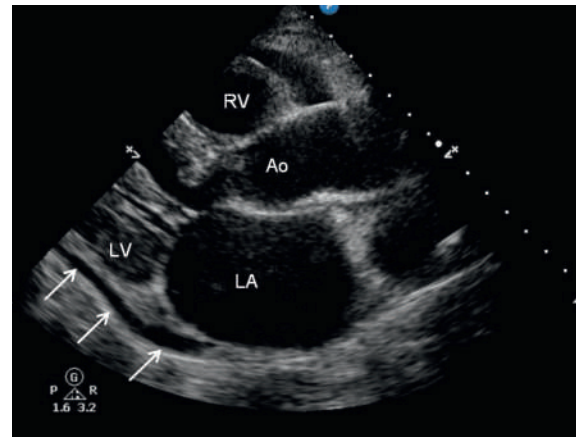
Parasternaler Längsschnitt der transthorakalen Echokardiographie bei Eintritt. Der Perikarderguss ist mit Pfeilen markiert. LA = linkes Atrium; LV = linker Ventrikel; RV = rechter Ventrikel; Ao = Aorta ascendens.
